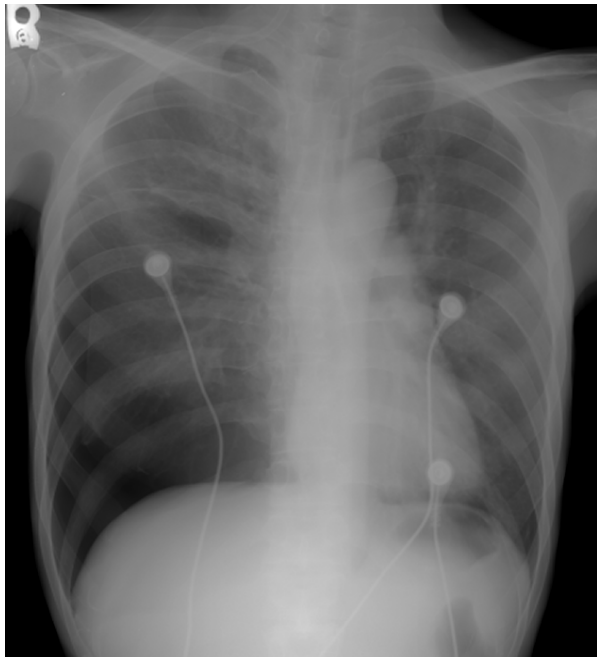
A newly developed right side pneumothorax was observed on chest X-ray taken at the onset of chest pain.
